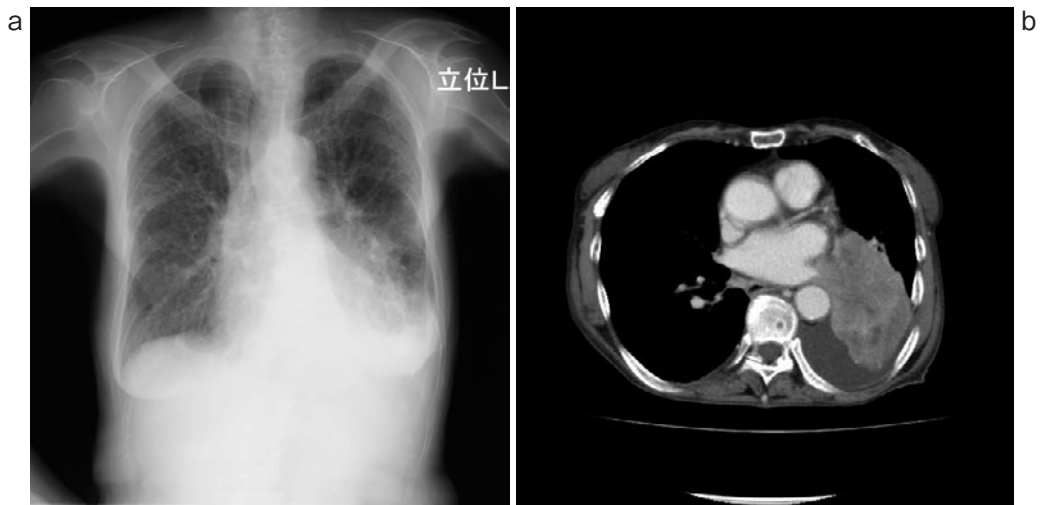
(a) 入院時胸部立位正面 X 線写真. 両側の網状影と左側中下肺野の腫瘤影を認め, 左 C-P angle は鈍である. (b) 入院時胸部造影 CT. 左胸水を認め, 左肺門部に一部縦隔と境界不明瞭な腫瘤影を認める.
